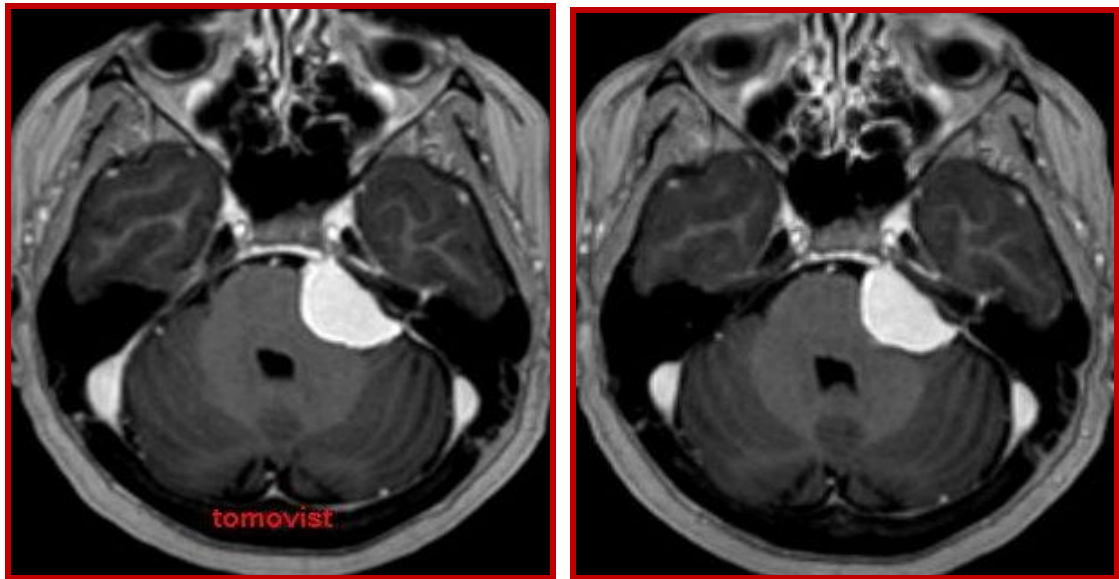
Спостереження №5. Хвора 3-ко, 52 роки, історія хвороби №1219. Петрокливальна менінгіома ліворуч. МРТ головного мозку (T133 + Gd): А — петрокливальна менінгіома ліворуч до СРХ; Б — контрольне МРТ обстеження через 24 місяці після СРХ. Стабільні розміри пухлини.
